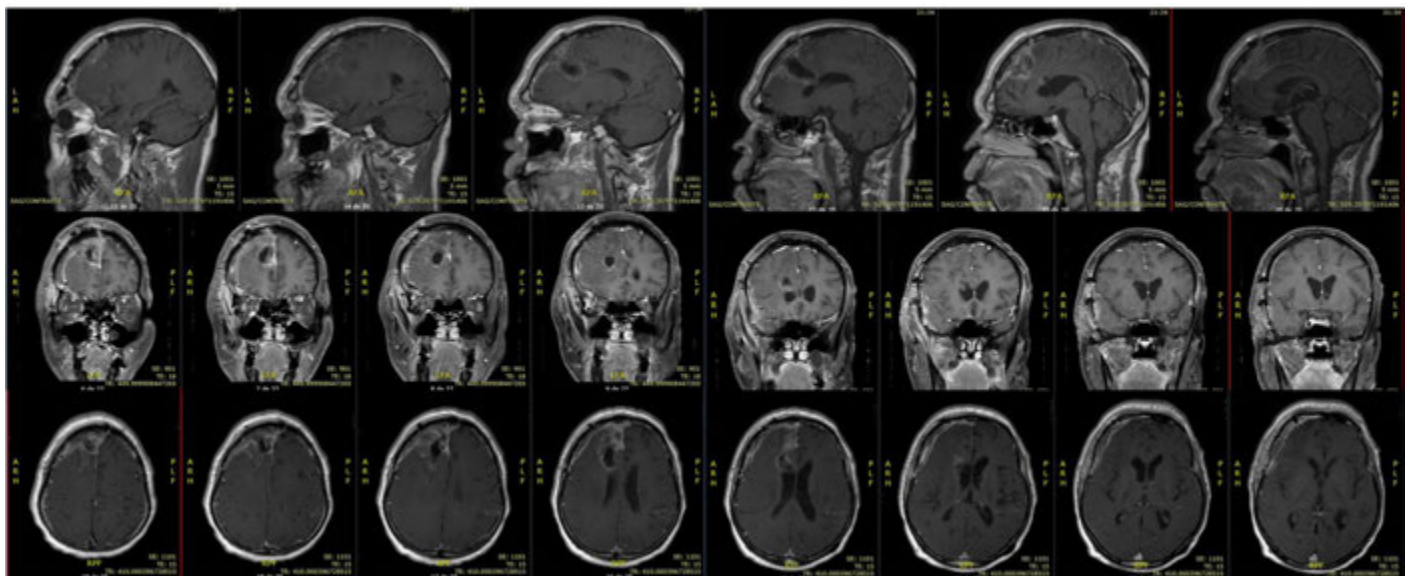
Post-operative brain MRI.
